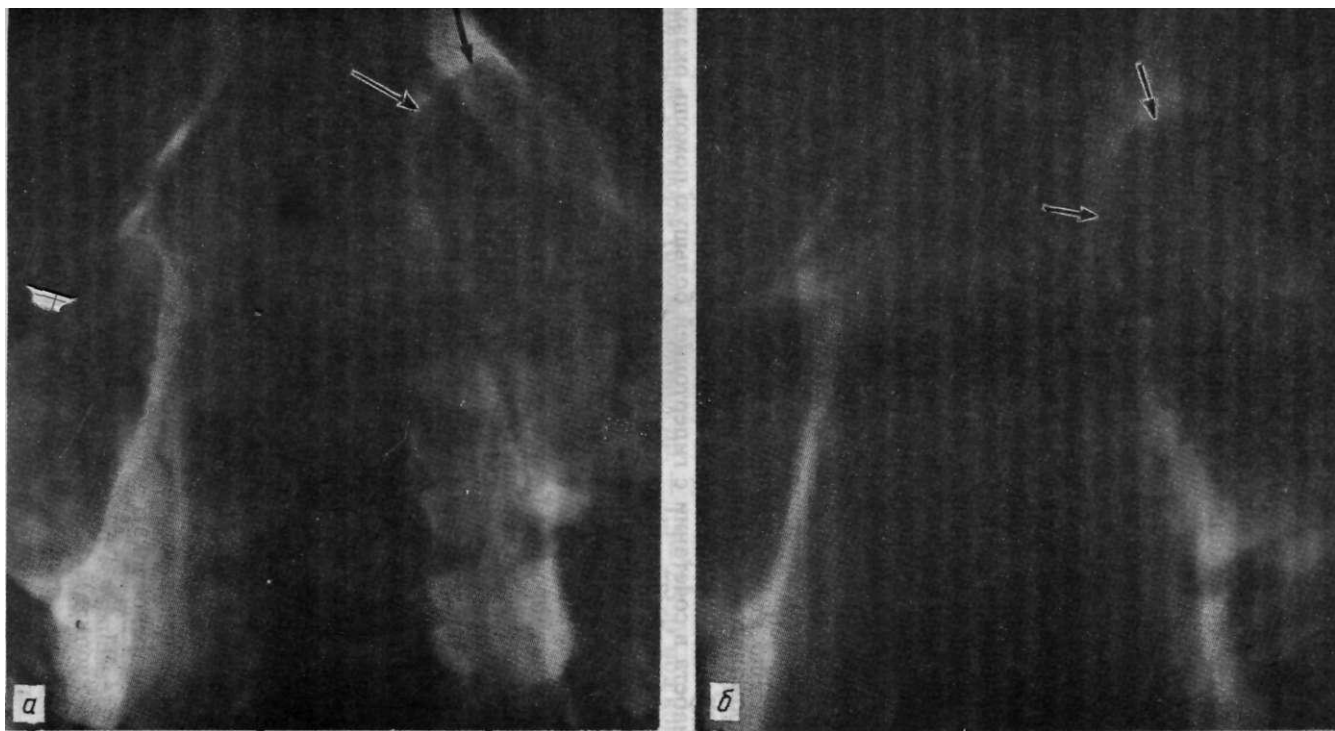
Рентгенограмма (а) и томограмма (б) брюшного пространства: опухоль мозшвого вещества левого надпочечника (феохромоцитома, показана стрелками), атрофия правого надпочечника.
